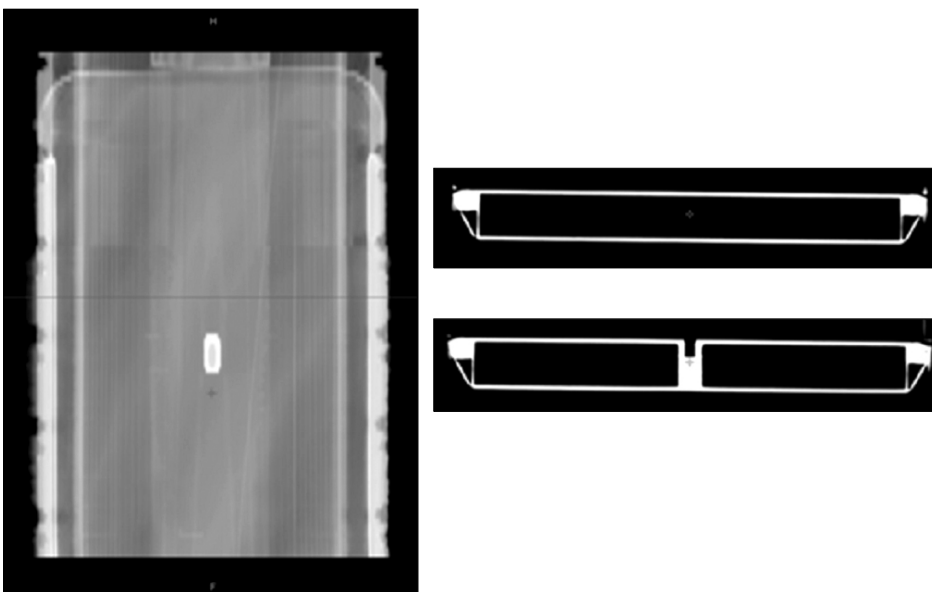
Scout image and CT image of long extension.
